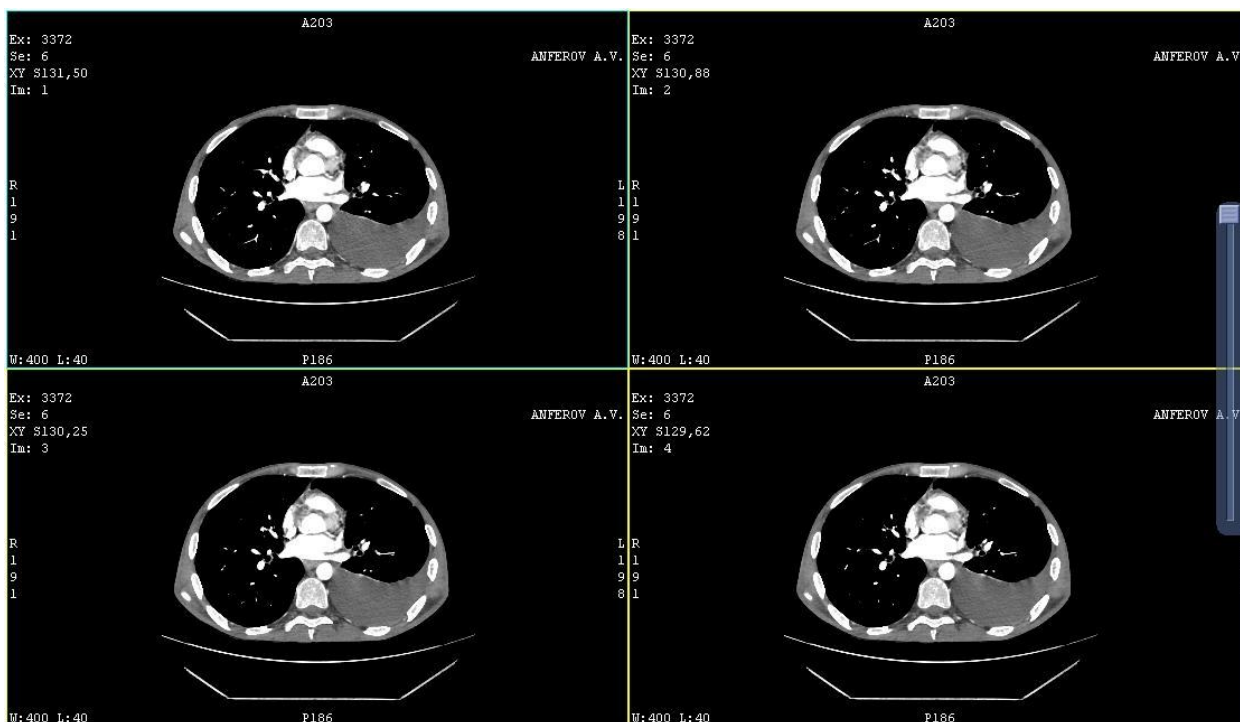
КТ органов брюшной полости с болюсным усилением. Артериальная фаза. Б-ной А, 48 лет. Диагноз – ИП. Фрагментированный плеврит слева.
